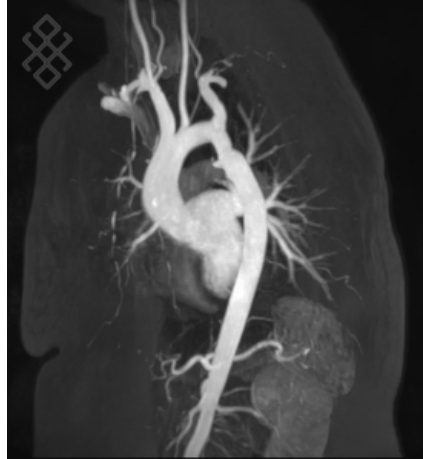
Modèle 3D de l'aorte thoracique par angio-IRM. L'injection de gadolinium quant à elle, également par voie intraveineuse, permet d'obtenir des détails plus précis sur l'anévrisme par angio-IRM [51].
